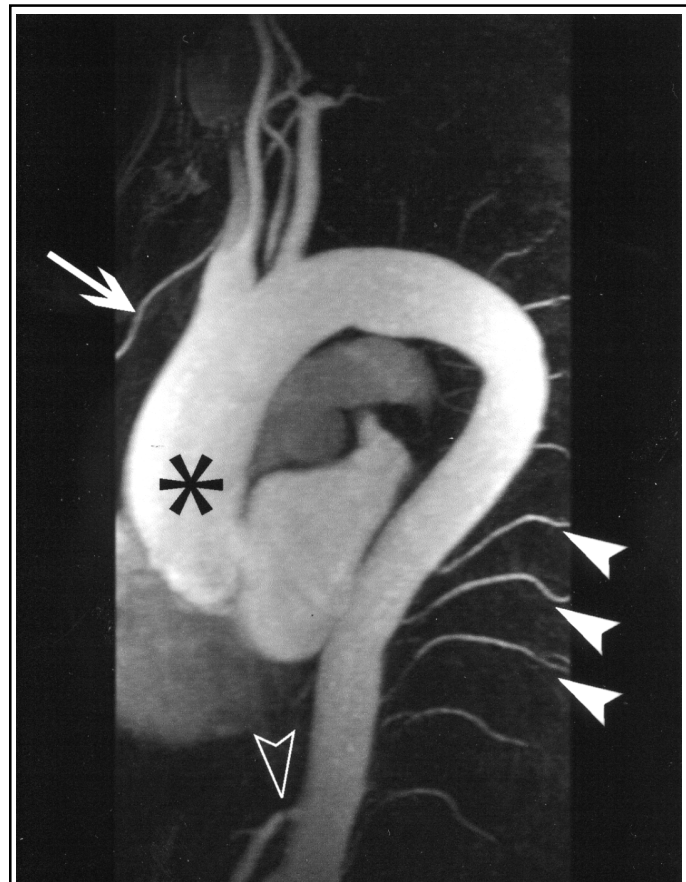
Angio-IRM de l'aorte thoracique avec injection de Gadolinium reconstruite sous la forme d'une projection d'intensité maximale (MIP) en oblique antérieure gauche. Ce patient est porteur d'un petit anévrisme fusiforme de l'aorte thoracique ascendante (*). La résolution spatiale permet une bonne visualisation des troncs supra-aortiques, des artères intercostales (têtes de flèches), d'une artère mammaire interne (flèche). Elle permet aussi de visualiser une petite sténose courte à hauteur du tronc cœliaque (tête de flèche ouverte).
